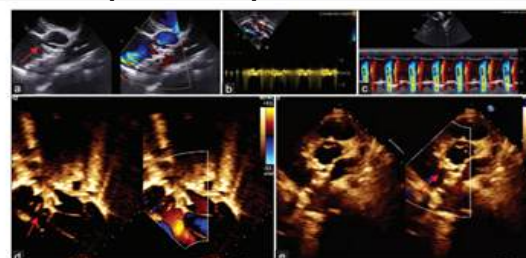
(a) Short axis view: defect b/w NCC of aorta and RA (arrow), note RA disc of ASD device touching aorta; (b) colour doppler: flow from aorta to RA; (c) suprasternal view: pan-diastolic flow reversal in DTA; (d) apical 4c view with slight anterior tilt: ADO II device seen in situ, no flow across the defect (arrow); (e) short axis view: ADO II device seen in situ, no flow across the defect (arrow)
